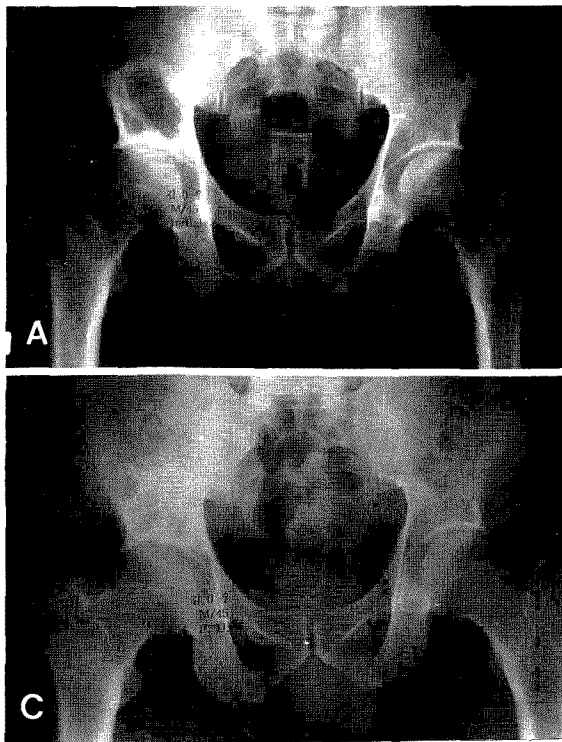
An initial radiograph of a 45-year-old man who had monostotic disease. A lytic central aspect of lesion was demarcated by thick rim of benign host bone sclerosis.
